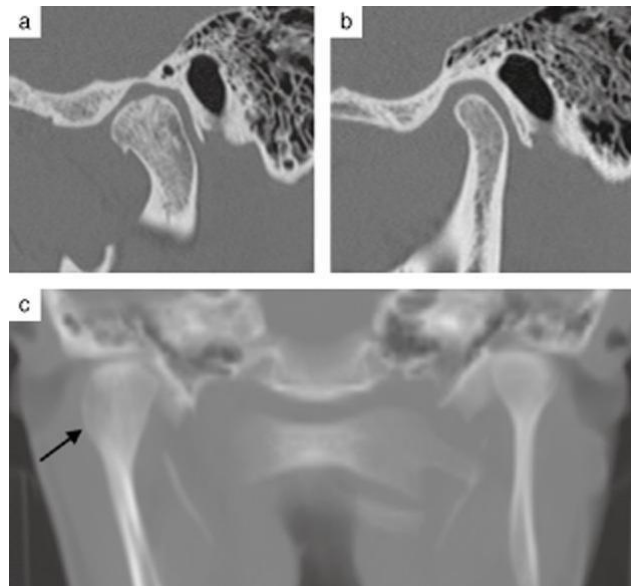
Tomografía computarizada de la ATM donde se observa hiperplasia condilar (A) en el lado derecho comparado al lado izquierdo que se presenta normal (B) causando asimetría (C).¹³
